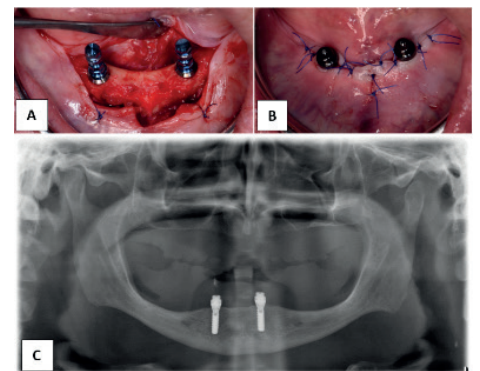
A: Insetierte Implantate, B: Implantate mit Novaloc® Matrizen, C: post OP Orthopantomogramm mit Oberkiefer Totalprothese und Clear-Duplikat (Universitätsklinik für Zahnmedizin und Mundgesundheit©)
